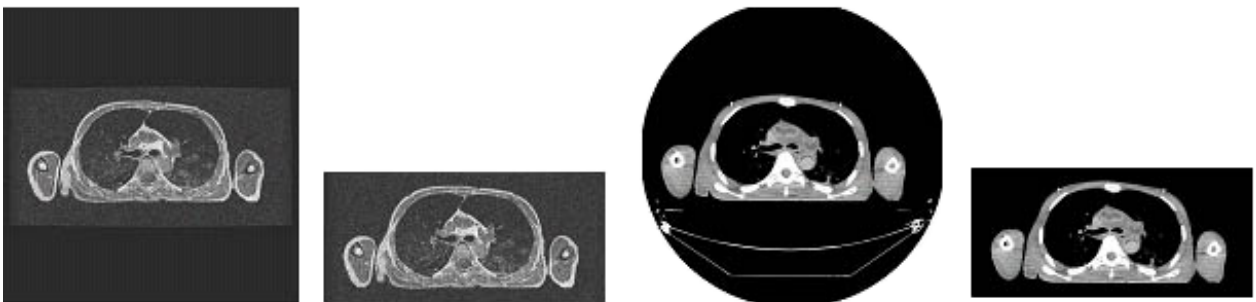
Original MRI, MRI whose margins are reduced, original CT, and CT whose margins are reduced (from left and right).
